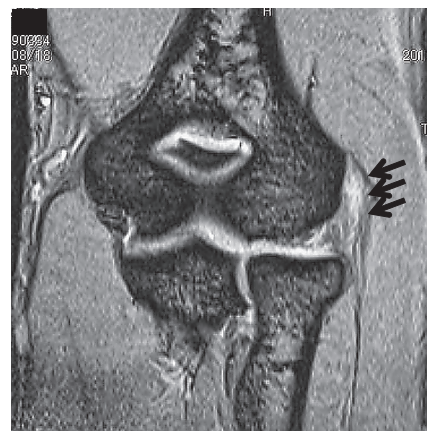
41歳、男性、MRI (T2強調冠状断像)
